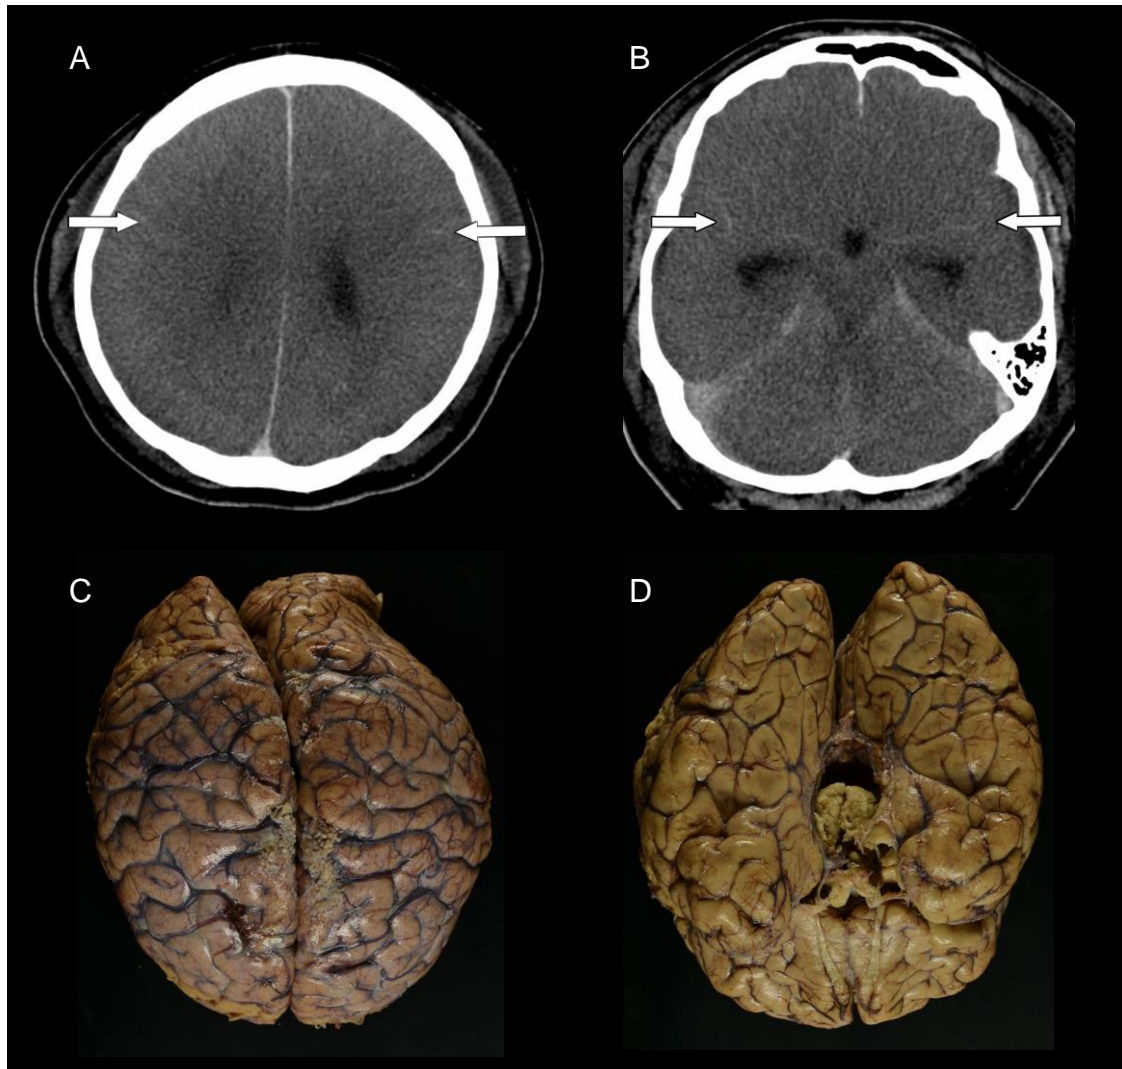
pseudo-SAH 症例の死後 CT およびマクロ標本
